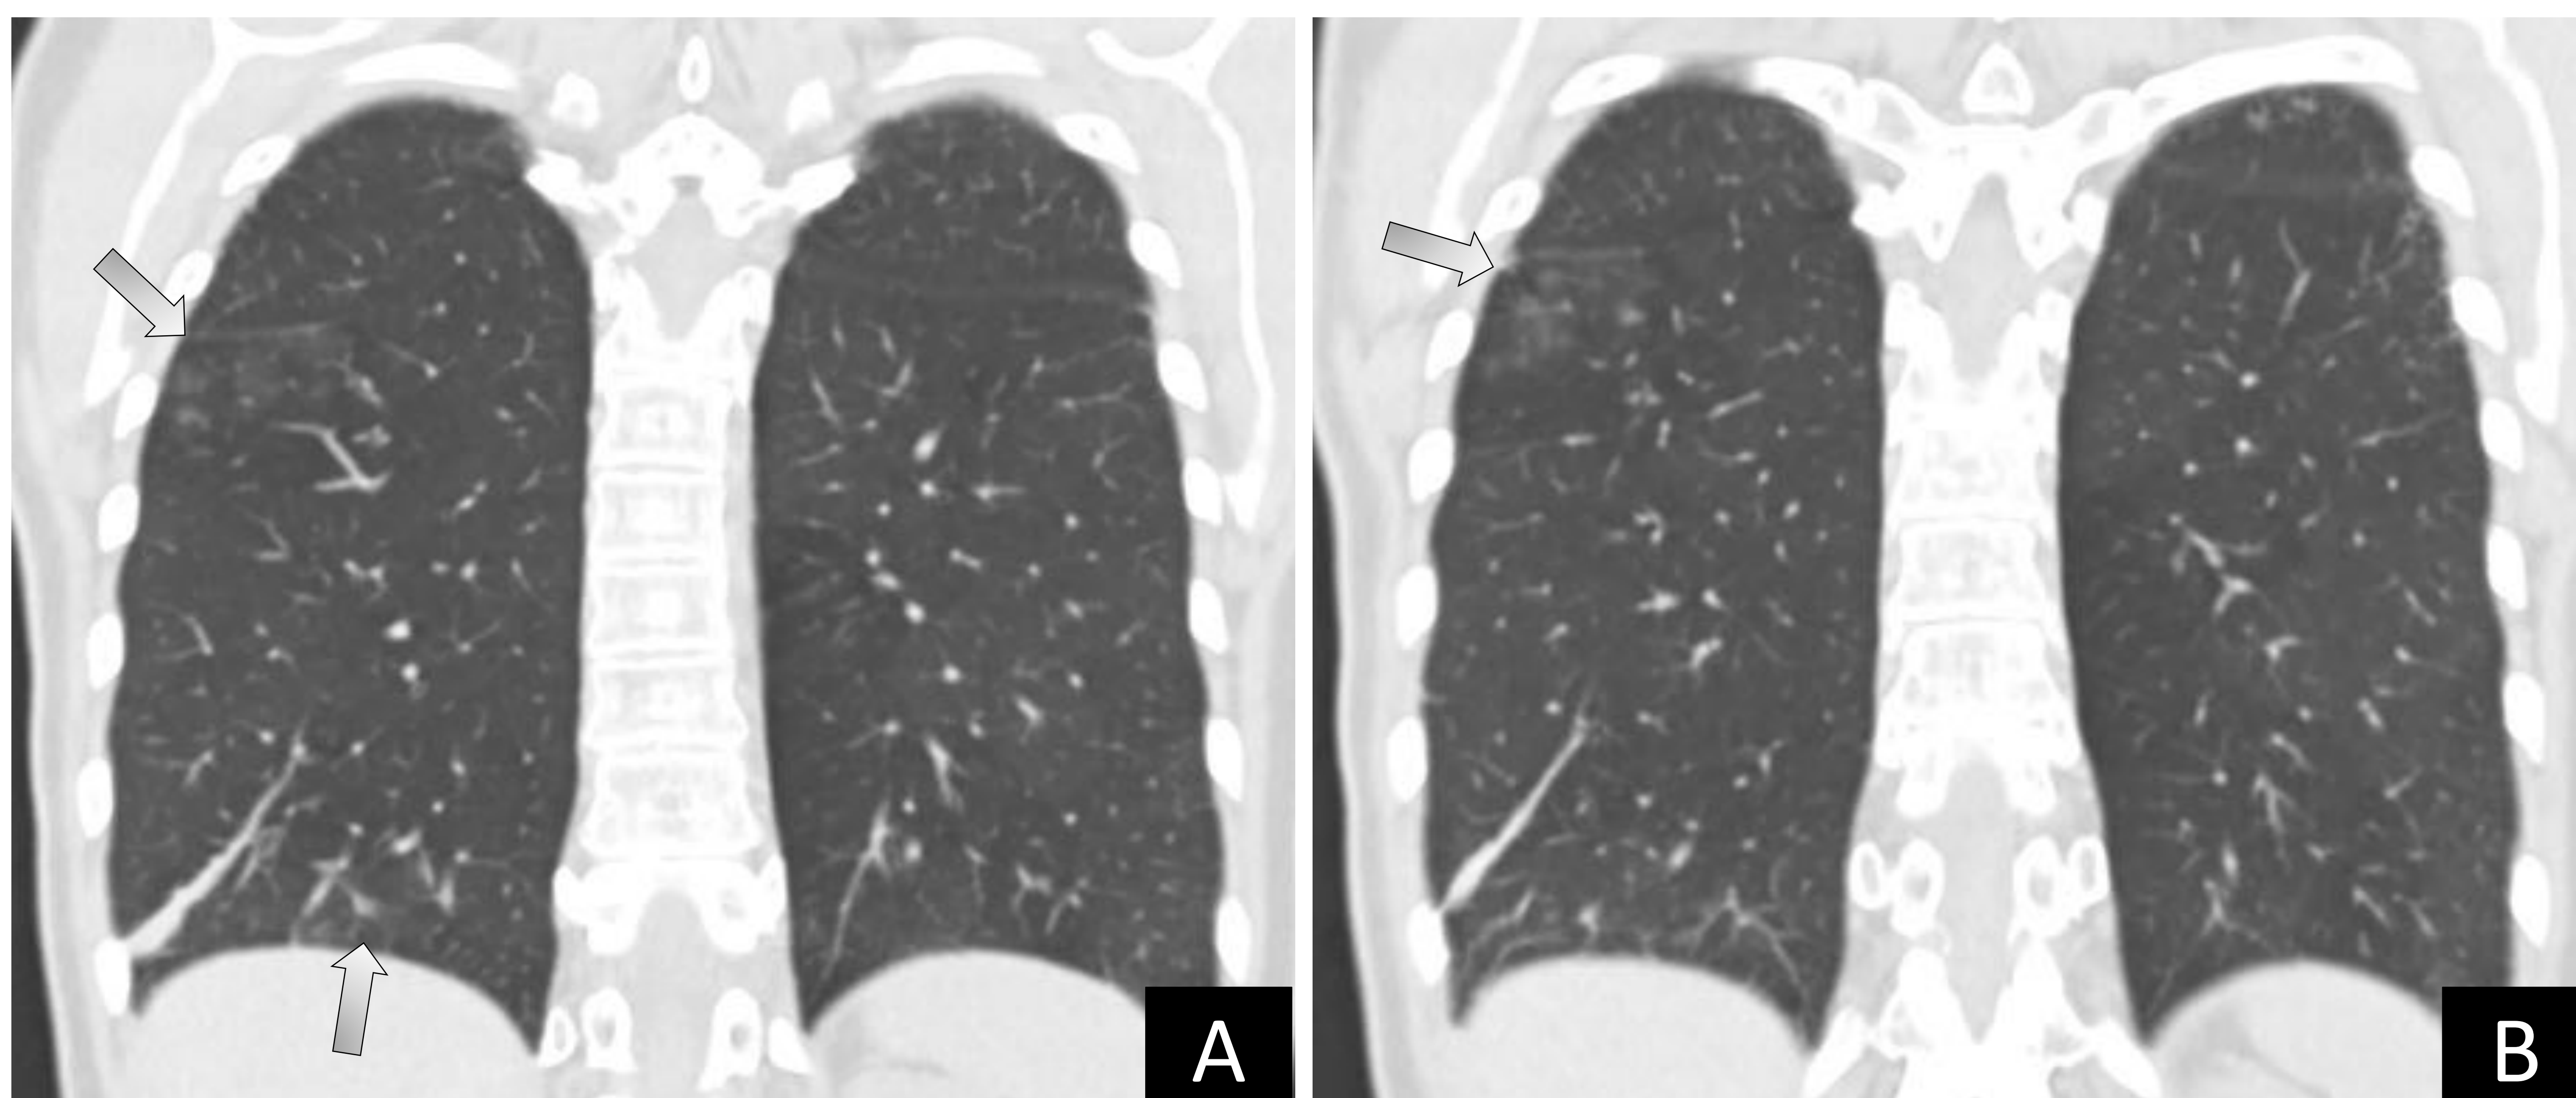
(A-B) TC de tórax sin contraste (mismo paciente que en figura 6). Cortes coronales. Ventana de parénquima pulmonar
